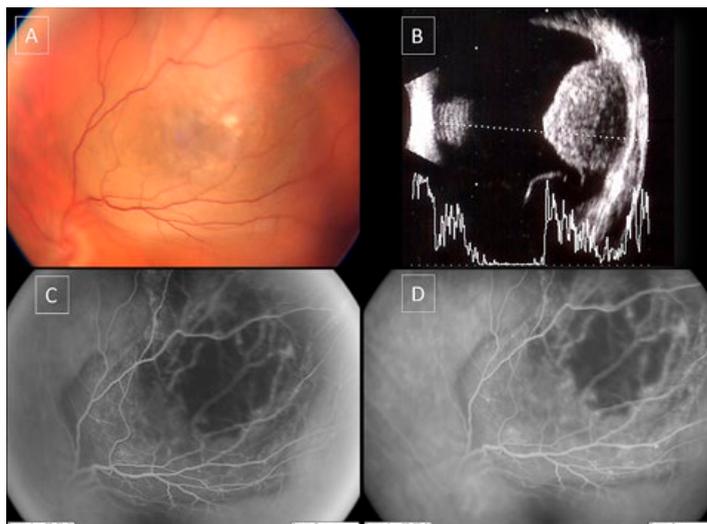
Melanoma amelanótico da coroideia. A – retinografia; B – ecografia modo A: pico inicial seguido de refletividade interna média-baixa (ângulo kappa) e modo B: zona de silêncio acústico; C e D – angiografia fluoresceínica – dupla circulação característica.
